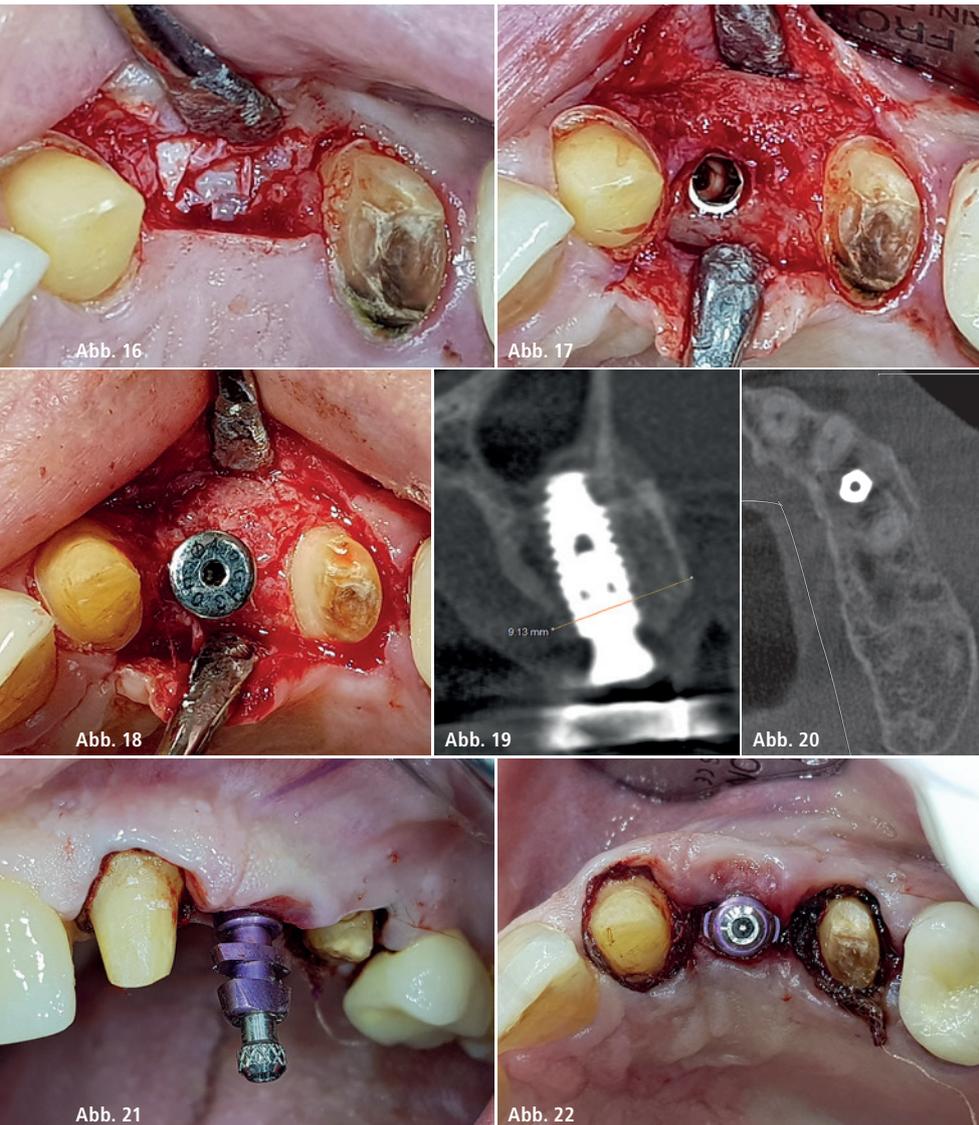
Situation bei Wiedereröffnung drei Monate postoperativ. Es sind noch Reste der Ribose- vernetzten Membran sichtbar. – Abb. 17: Klinisches Bild zeigt den optimal wiederhergestellten Kieferkamm ohne Zeichen von Volumenverlust. Das Augmentat ist bereits fast vollständig knöchern konsolidiert. – Abb. 18: Insertion des Gingivaformers. – Abb. 19 und 20: CT-Befund zeigt die gewonnene Kammbreite von 9,13 mm und die gute knöcherne Konsolidierung des Augmentats. – Abb. 21 und 22: Situation bei Abdrucknahme drei Wochen nach Wiedereröffnung. Es zeigt sich eine optimale dicke Weichgewebesituation mit breitem Band an keratinisierter Gingiva.
